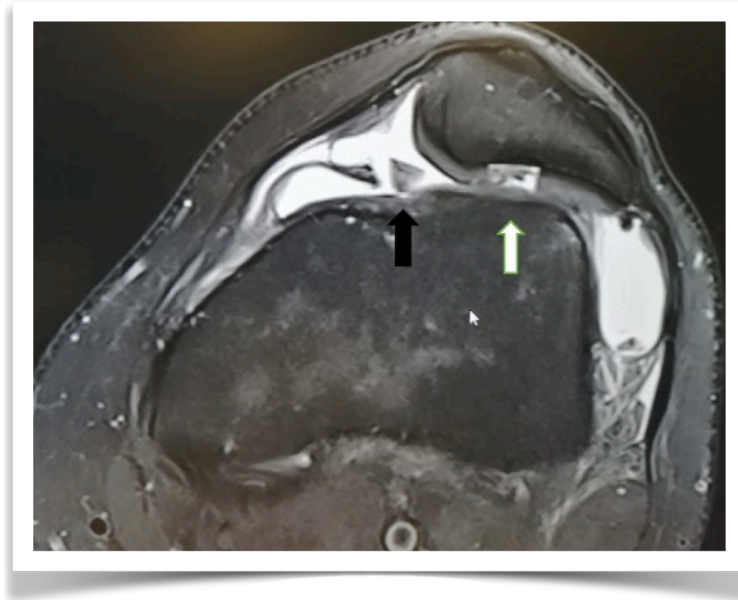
RM de Rodilla. Imagen de lesión condral de espesor completo (flecha blanca) y cuerpo libre (flecha negra) en paciente con luxación de patela.
